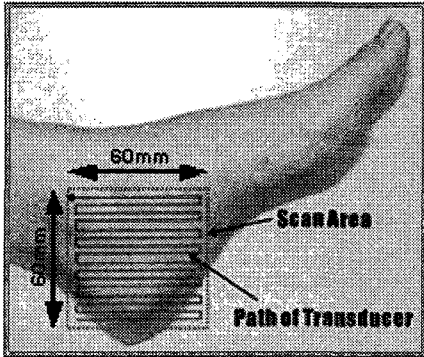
Scanning path of ultrasonic transducer
